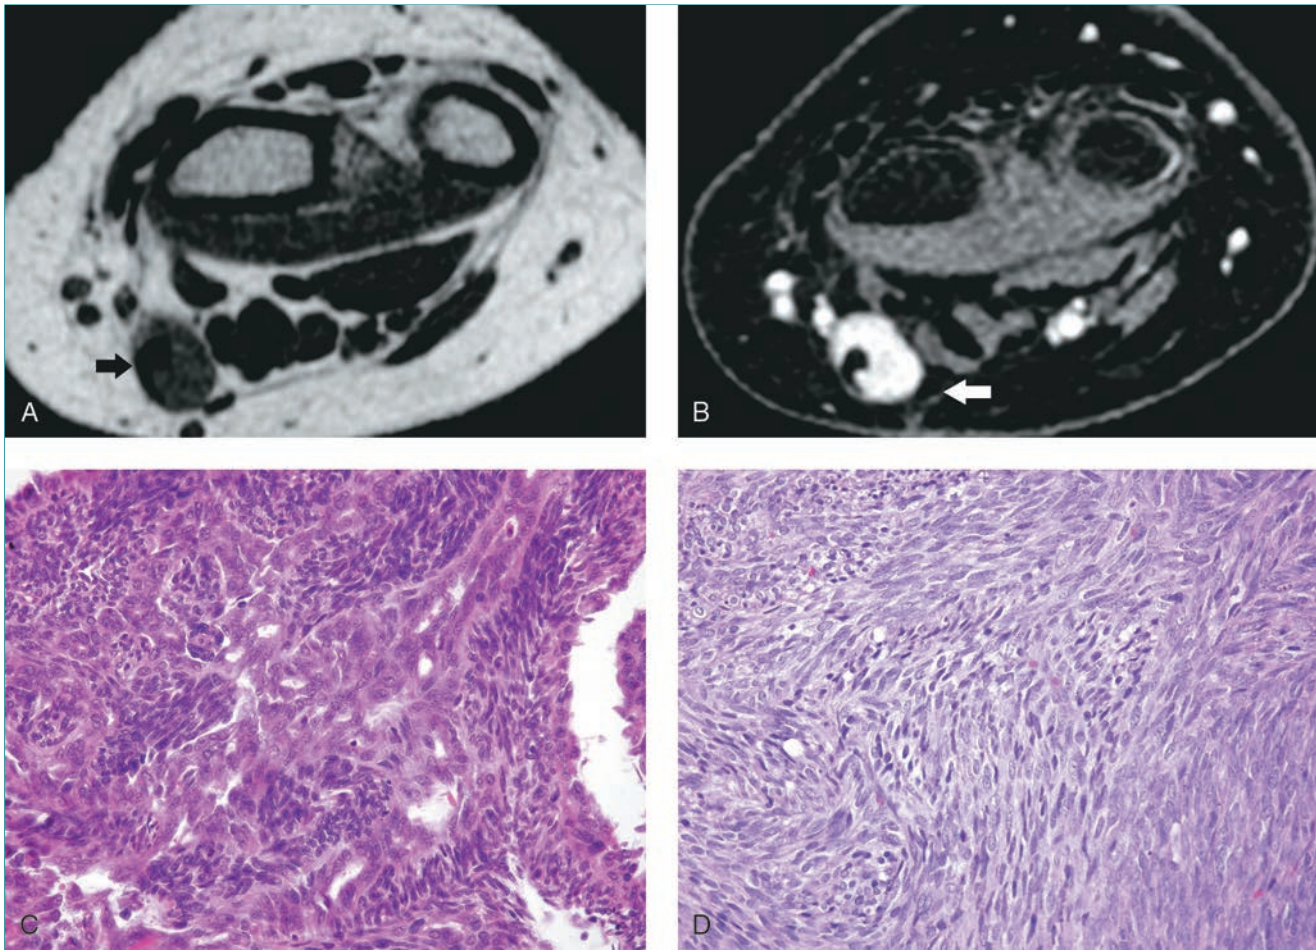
Sarcomas sinoviales. RM axiales potenciadas en T1 (A) y en T2 (B) de la muñeca que revelan una pequeña masa de tejido blando asociada al revestimiento del tendón flexor radial (flechas). La masa es de apariencia indeterminada; una biopsia reveló que se trataba de un sarcoma sinovial. C, Imagen histológica de un sarcoma sinovial bifásico que muestra el patrón típico de células epiteliales y células fusiformes tipo fibrosarcoma. D, Variante monofásica de sarcoma sinovial que muestra sólo células en espiga (serían positivas para queratina).
